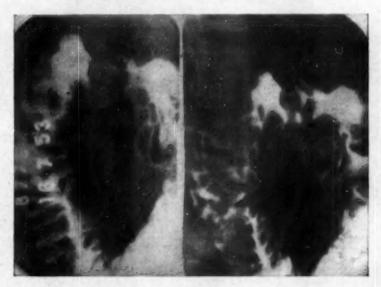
Radiografia de duodeno tirada em 17-7-58. As sete setas indicam na pequena curvatura bulbar o NICHO DE ÓLCERA
